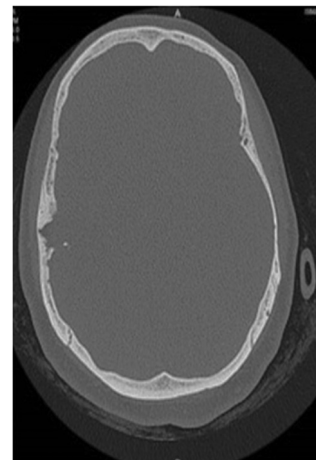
Temporal bone destruction on cranial tomography
